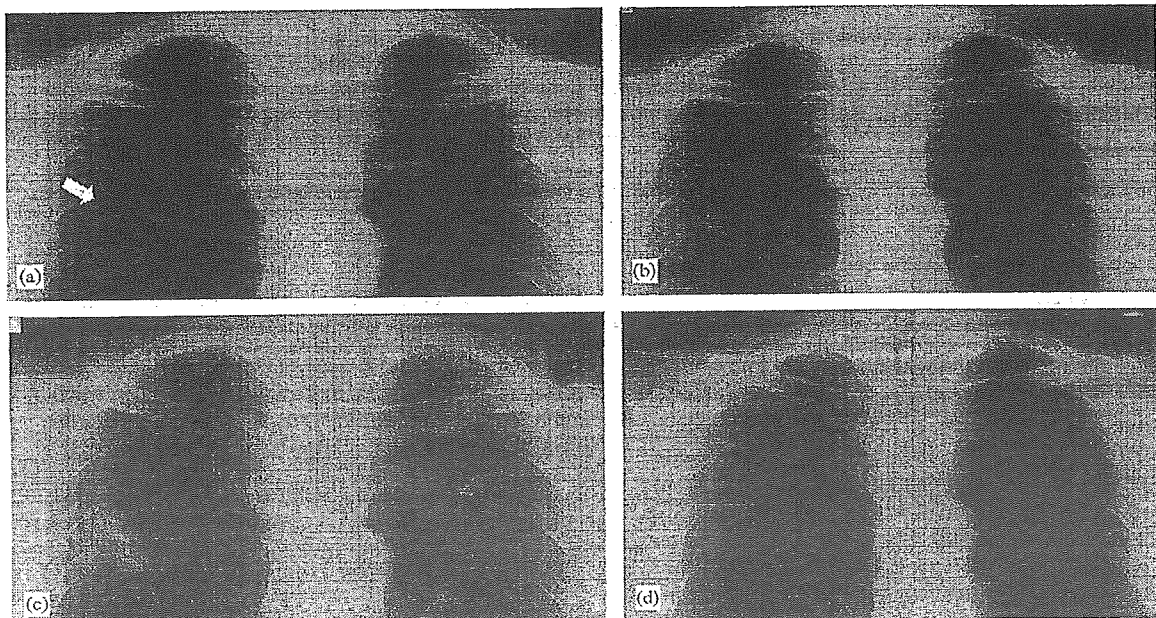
Chest radiographic changes in our case with pulmonary *Mycobacterium avium* infection. (a) At the end of the therapy for *Pneumocystis jirovecii* pneumonia, (b) after 1 month of highly active antiretroviral therapy (HAART), (c) after 3 months of HAART, (d) after 6 months of treatment for *M. avium* infection.
